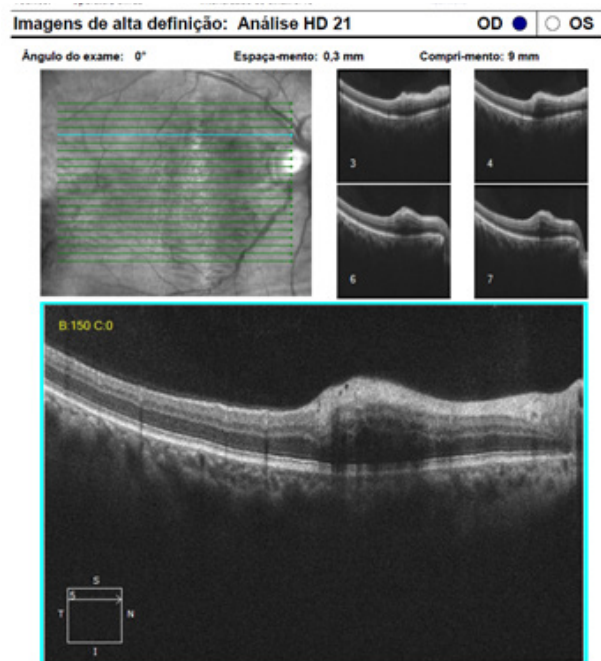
(Tomografia de coerência óptica macular do olho direito).
